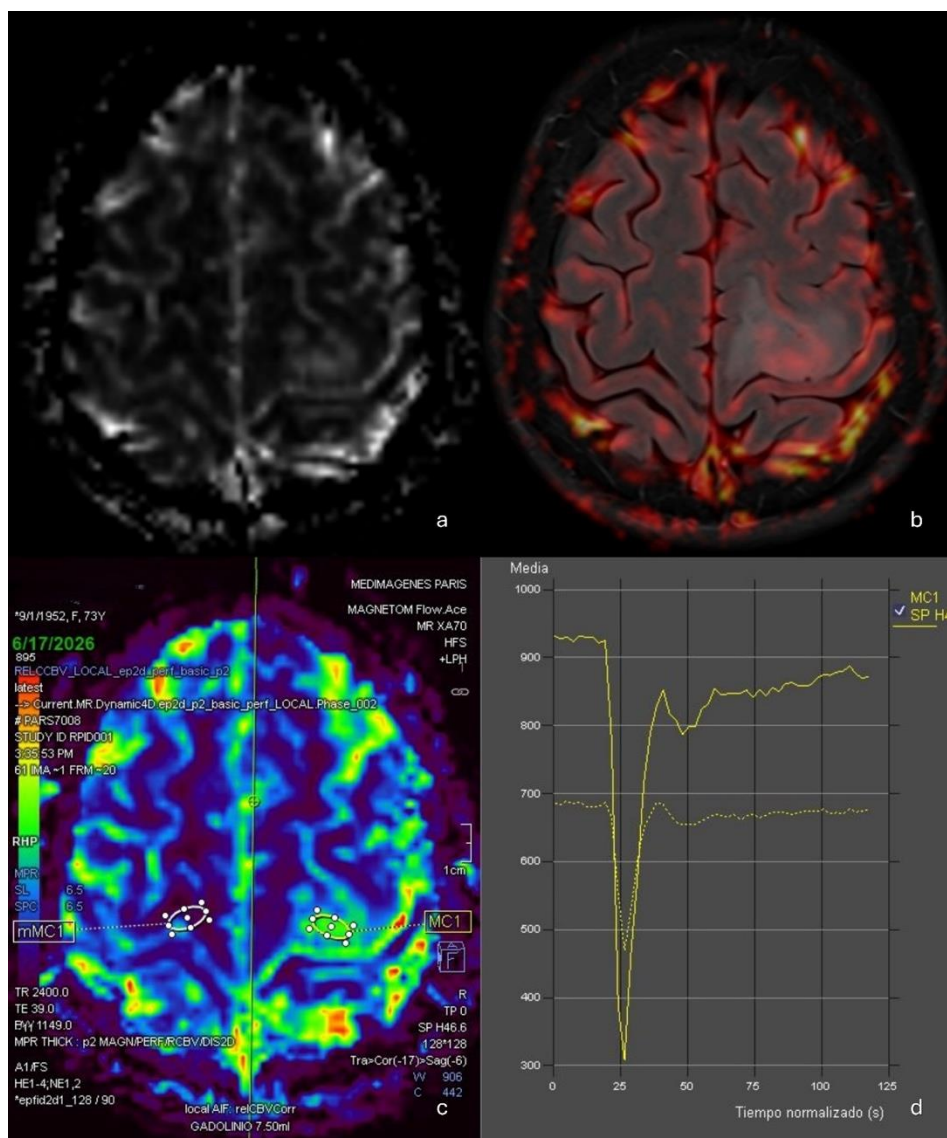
Estudio de perfusión cerebral mediante resonancia magnética realizado un mes después del estudio inicial.
